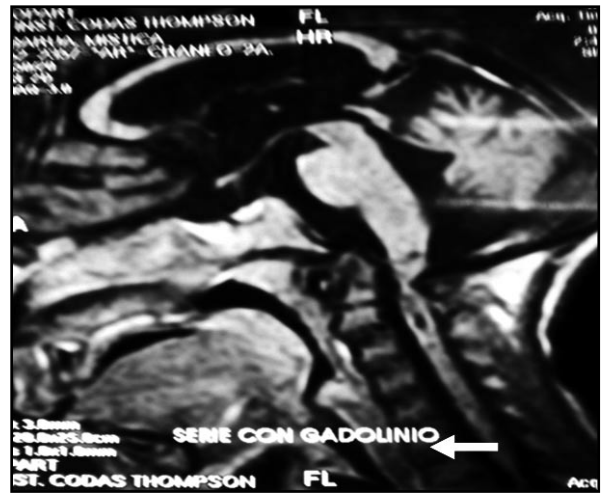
RMN cráneo cervical T1, corte sagital, se observa: importante compresión medular a nivel C₁. Imagen siringomiélica a nivel C₃.
